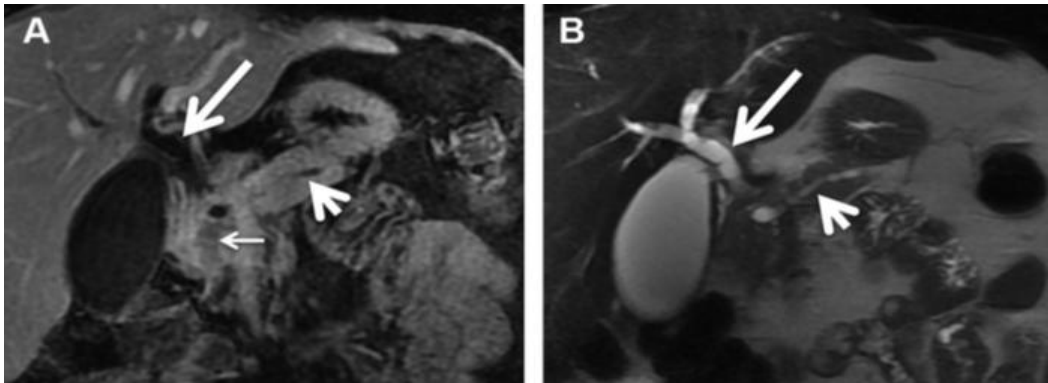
Sequenze RM (A) Sezione coronale con mezzo di contrasto pesata in T1 dimostra la presenza di una lesione ipointensa (freccia sottile) con dilatazione del dotto pancreatico (freccia corta a) e dilatazione del dotto biliare (freccia lunga). (B) Sequenze coronali pesate in T2 single-shot fast spin-echo dimostra la presenza di dilatazione del dotto pancreatico (freccia corta) e dilatazione del dotto biliare (freccia lunga). [17].
